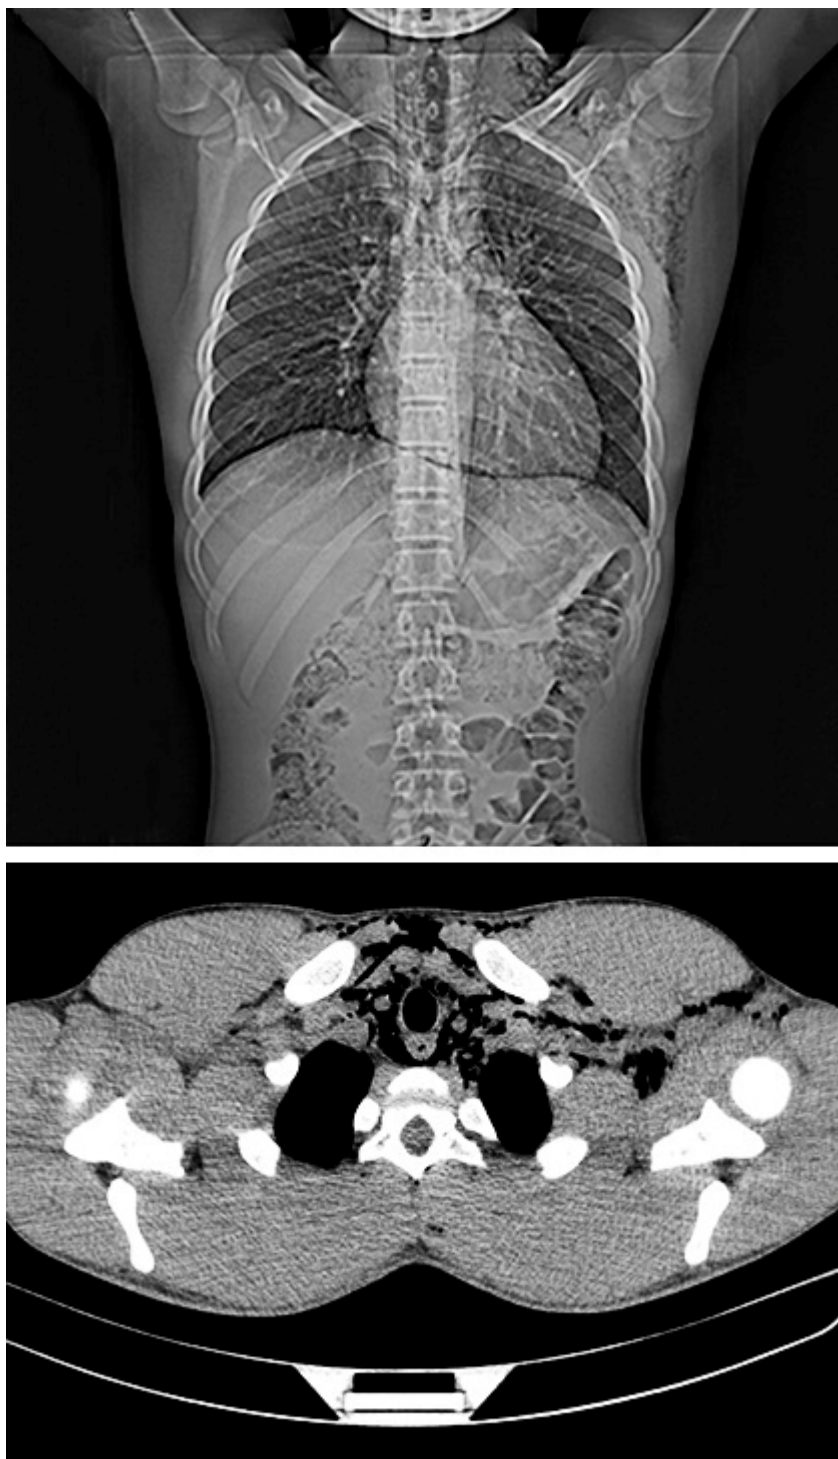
Radiografía y TAC de tórax con signos de neumomediastino (1^{er} evento).
